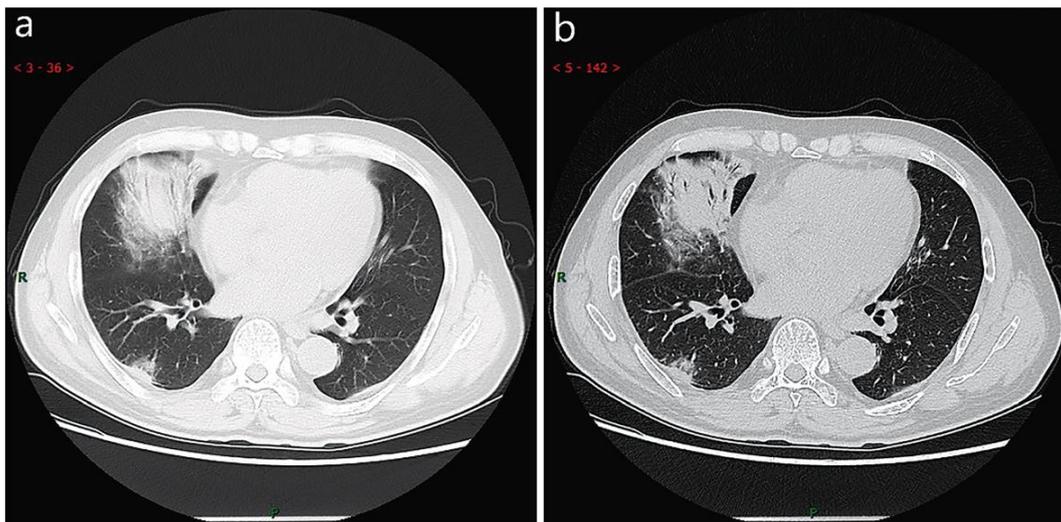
TC en consolidación. a) TC cortes finos y b) TC de alta resolución mostraron múltiples consolidados y uno grande en el lóbulo medio derecho, segmento posterior; en la base del lóbulo inferior derecho, segmento externo y otro en el lóbulo inferior izquierdo, con broncograma aéreo. (1)
